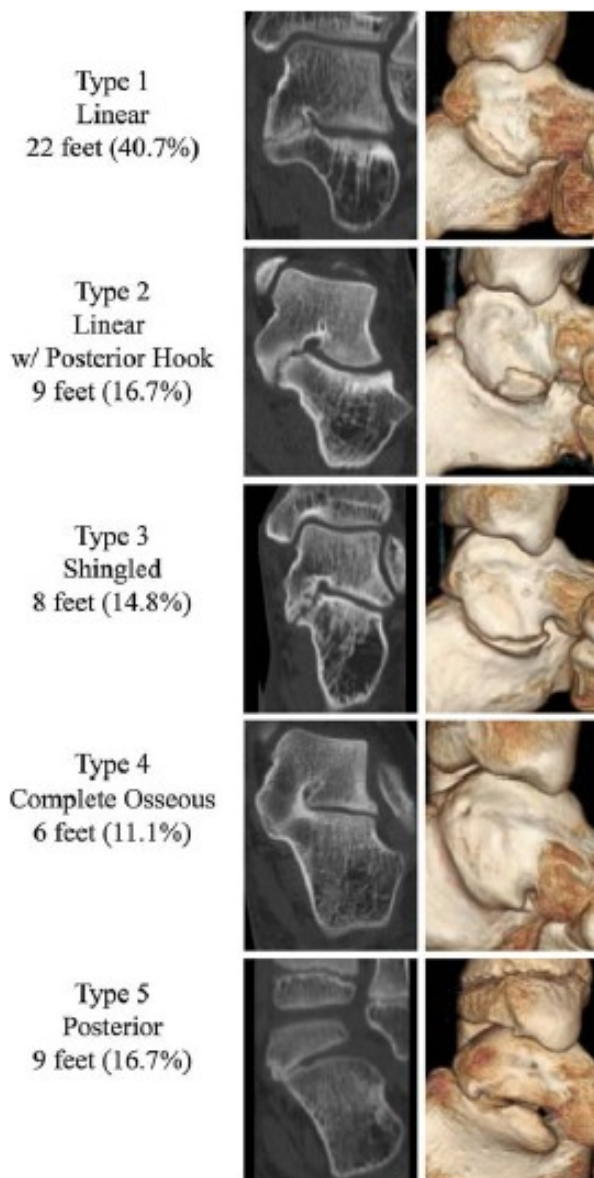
Томографическая классификация таранно-пяточных коалиций
